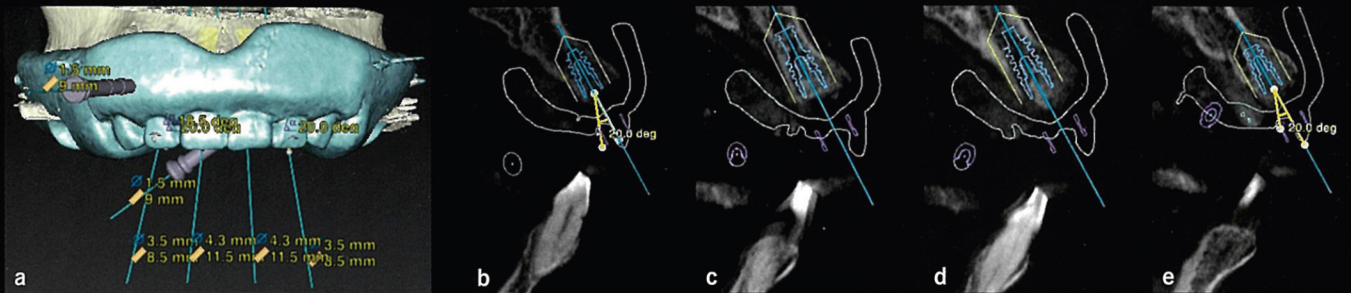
a~e ラジオグラフィックガイドが装着された状態でCTを撮影。ラジオグラフィックガイド単体でもスキャンし、そのデータをコンバートしてインプラントの埋入シミュレーションを行う。基本的な原則を順守し、1本1本のインプラントの埋入深さ、角度、サブジジバルカントゥアを決定した。
